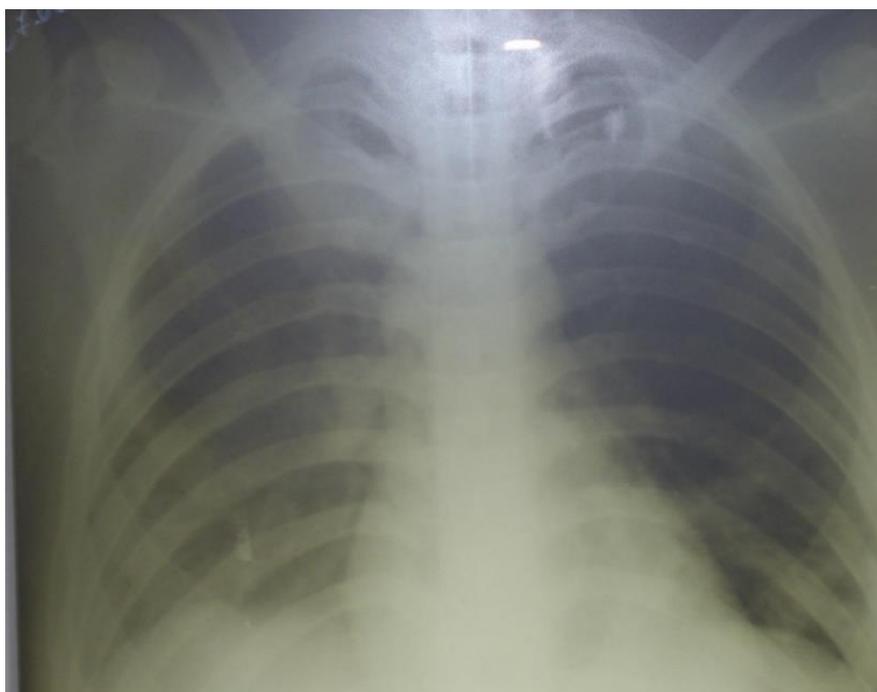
Рентгенограмма ОГК пациентки А
